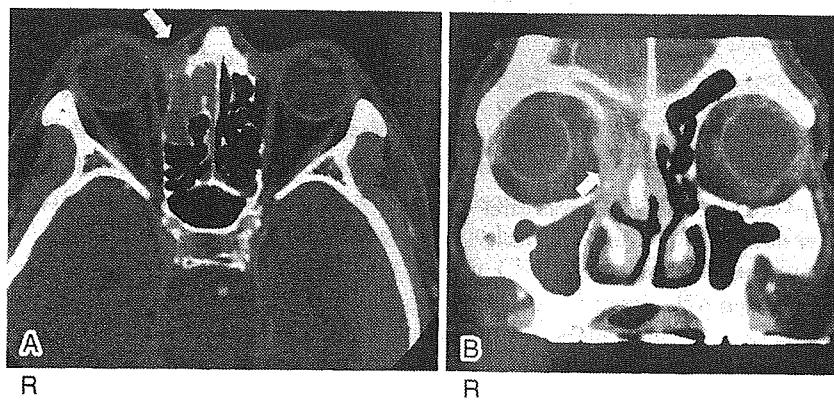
A, B : Paranasal CT revealed a right ethmoidal tumor. The tumor invaded into the right orbit.
